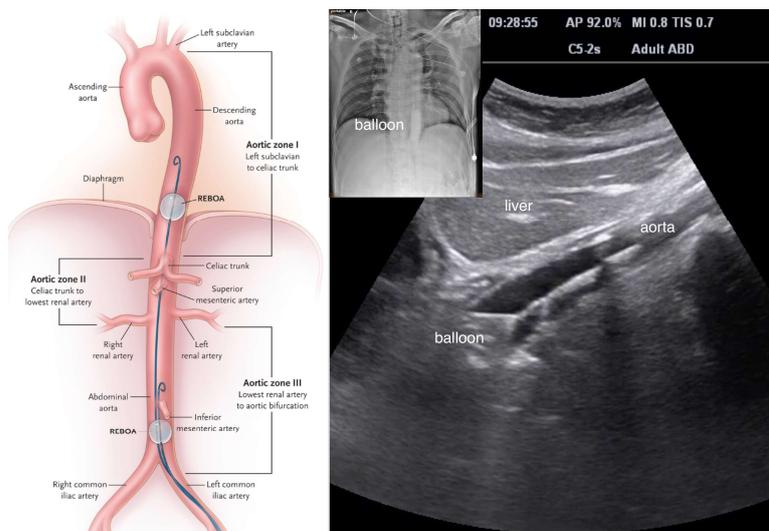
超音波導引協助 REBOA 的放置和定位。
